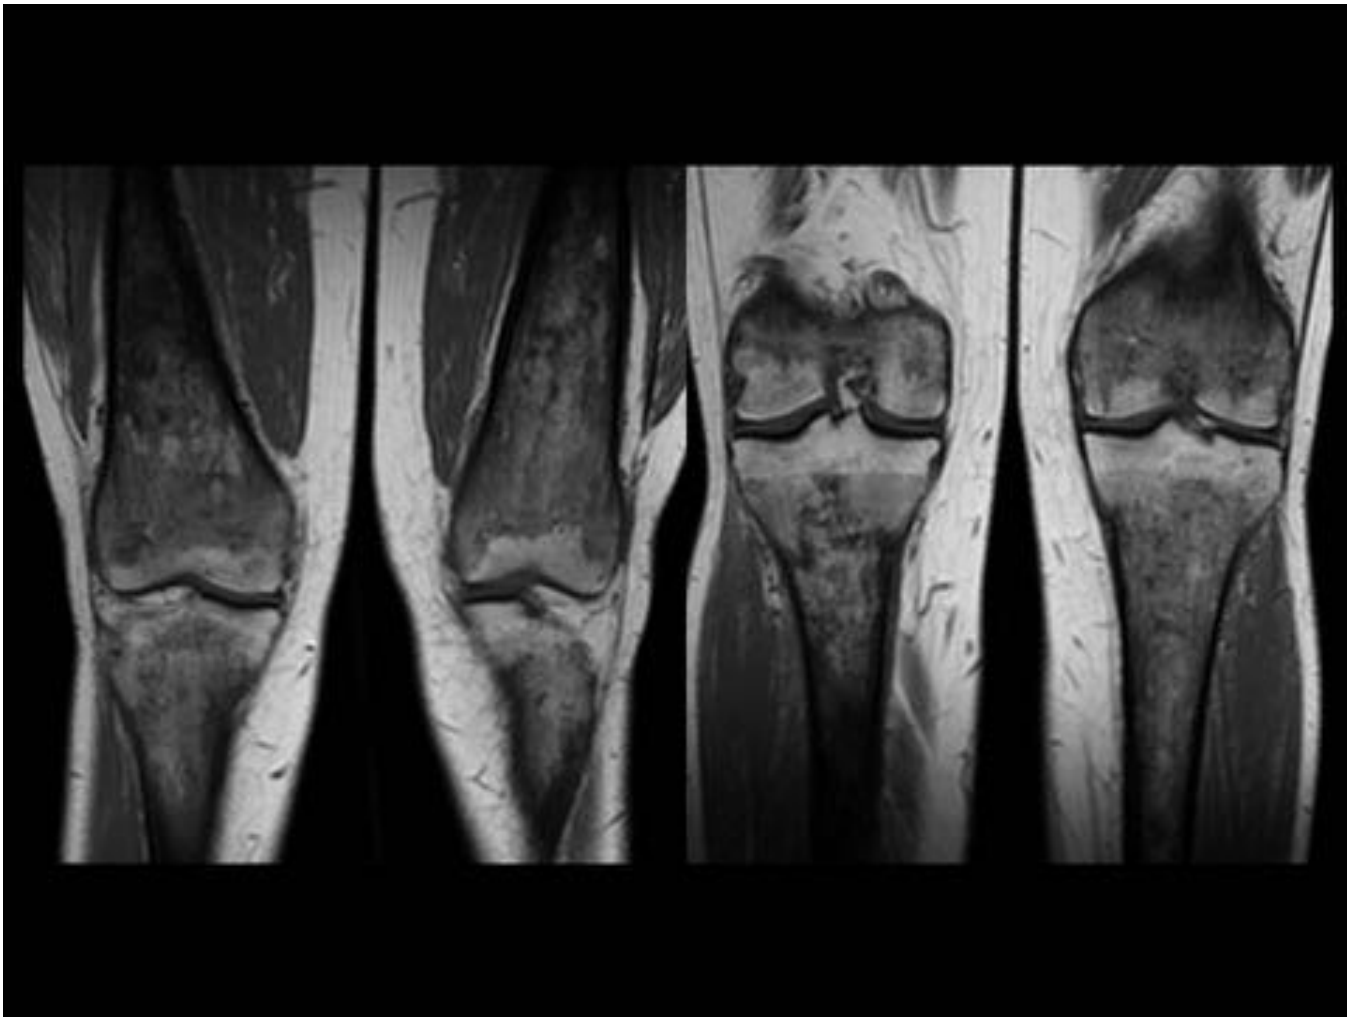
RM de ambas rodillas. Imágenes coronales potenciadas en T1. Alteración difusa de la médula ósea femorotibial con un aspecto parcheado heterogéneo. Imágenes de morfología serpiginosa hipointensas, compatible con fibrosis, dejando entre sí zonas de intensidad de señal aumentada, probablemente restos de médula amarilla.
